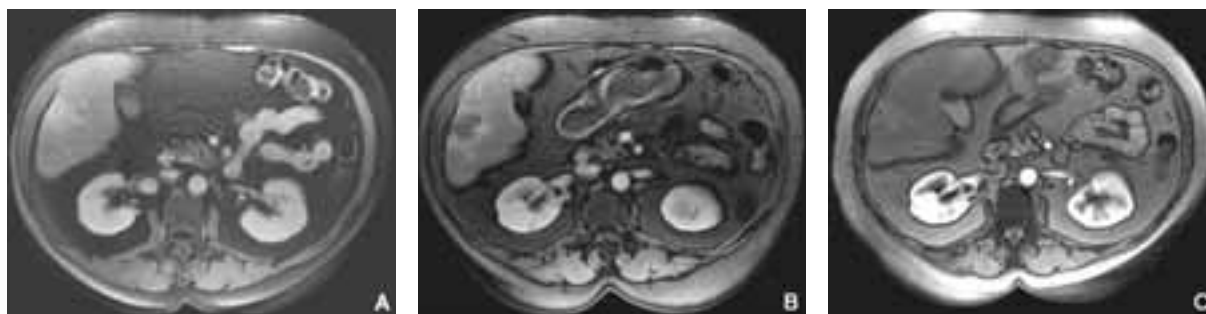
МРТ зоны печени с в/в контрастированием (Омнискан).
